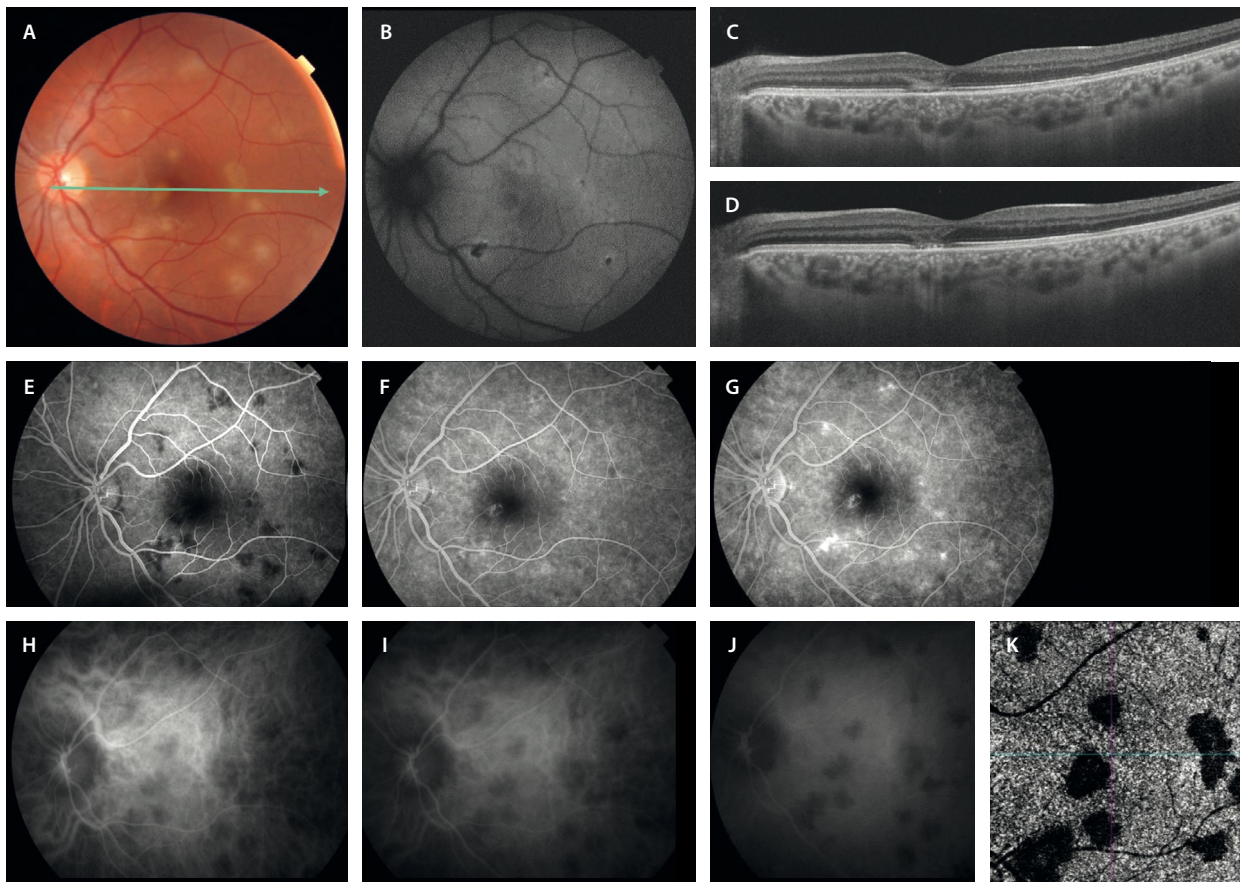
Debut de epitelopatía pigmentaria placoides multifocal posterior aguda. Paciente 1. Varón, 27 años. A) Retinografía que muestra unas lesiones ovoideas amarillentas. B) En la autofluorescencia se ven hipoautofluorescentes con un halo hiperautofluorescente. C y D) La tomografía de coherencia óptica muestra una hiperreflectividad en las capas externas de la retina. E-G) La angiografía con fluoresceína muestra las lesiones hipofluorescentes en tiempos precoces e hiperfluorescentes en tiempos tardíos (G). H-J) En la angiografía con verde de indocianina las lesiones son hipocianescentes todo el angiograma. K) La imagen *en face* de la angiografía por tomografía de coherencia óptica muestra áreas de no perfusión en la coriocapilar a nivel de las placas inflamatorias.
